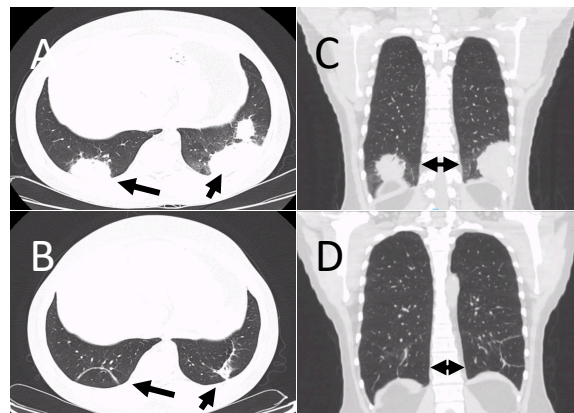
A e C Tomografia de tórax evidenciando massas subpleurais em lobos inferiores de ambos pulmões. B e D Desaparecimento das massas após o tratamento com corticóides.
